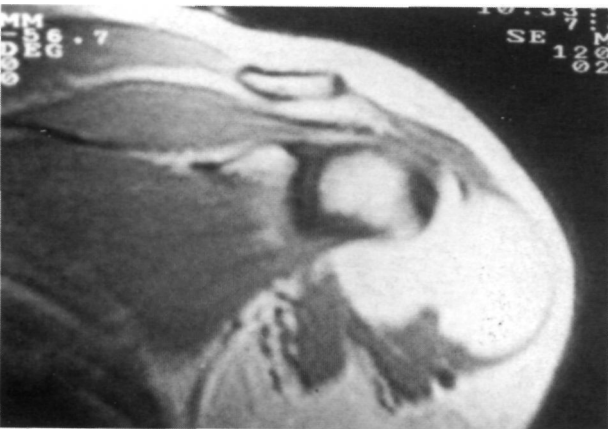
TAC de hombro izquierdo. Tumorción de bordes nítidos y contenido homogéneo, bilobulada, que invade casi la totalidad del deltoideos.
